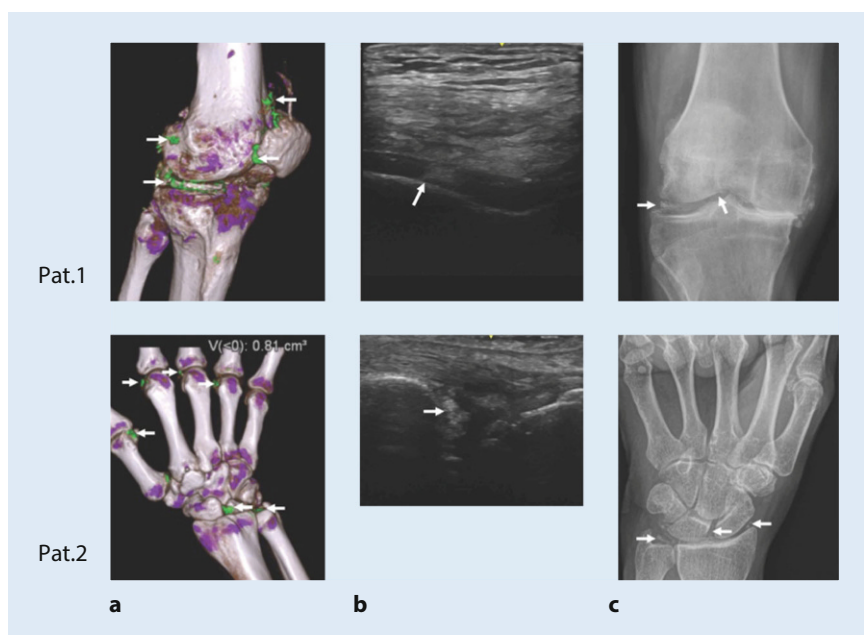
▲ a, "Dual energy computed tomography" (DECT), b Ultraschall, c Röntgenbild des Knies (Pat. 1) und des Handgelenks (Pat. 2) von 2 Patienten mit CPPD. a Die DECT-3-D-Rekonstruktion* zeigt CPP-Ablagerungen in grün (Pfeile). b Arthrosonographischer Nachweis von Kalzifikationen (Pfeile) im hyalinen femoralen Knorpel (Pat. 1) und am triangulären fibrokartilaginären Komplex (TFCC) des Handgelenks*. c Röntgenologischer Nachweis von Chondrokalzinose (Pfeile) im Bereich des Meniskus (Pat. 1) und der Carpalia inklusive TFCC (Pat. 2). *Siemens CT syngo, Siemens Healthineers, Forchheim, Germany, mit CPPD-Software-Paket. *Der TFCC ist ein doppeltgekrümmter (bikonkaver) Diskus und ist an seinen Rändern bis zu 5 mm dick. Er befindet sich am Handgelenk zwischen der Elle mit dem Gelenkspalt, der sich zwischen ihr und der Speiche befindet (Articulatio radioulnaris distalis), und der proximalen Reihe der Handwurzelknochen mit dem Gelenkspalt, der sich zwischen ihnen und der Speiche befindet (Articulatio radiocarpalis). (Aus [32], mit freundl. Genehmigung © American College of Rheumatology & John Wiley & Sons, Inc. Alle Rechte vorbehalten)
